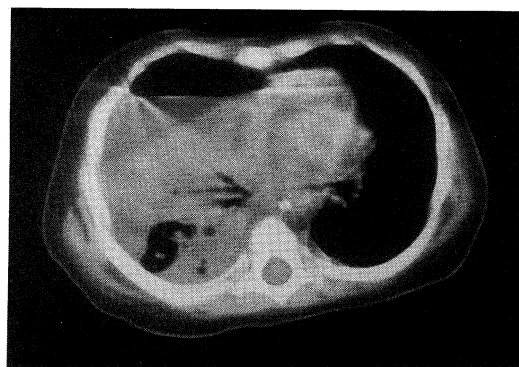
Chest CT film on the 8th day of the ill
